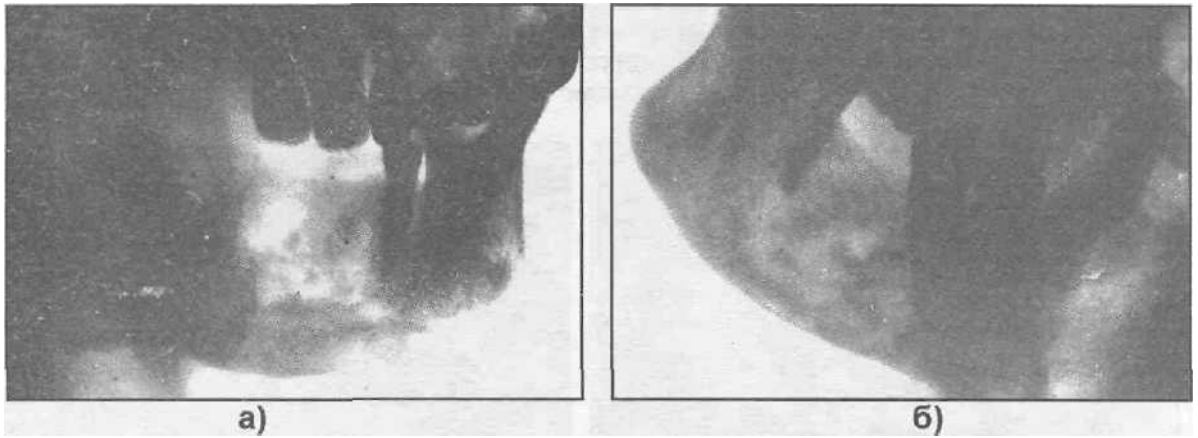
Рентгенографическая картина оссифицирующей фибромы (а) и одонтогенного остеомиелита (б) нижней челюсти.
